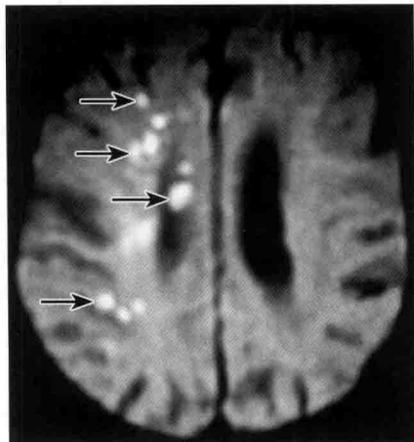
颅脑 MRI: DWI 显示右侧额、颞、顶、枕叶皮层下及放射冠区病灶为高信号(箭头)
